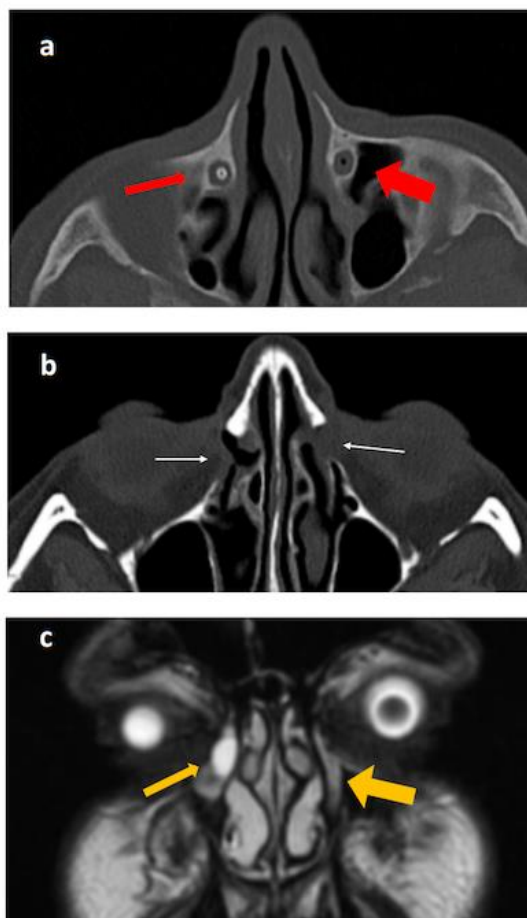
Imágenes de vías lagrimales. a- Tomografía computadorizada (TC) del ducto nasolagrimal (stent en vía lagrimal derecha – flecha roja fina, vía lagrimal izquierda – flecha roja gruesa). b- TC de osteotomía en paciente operado de DCR bilateral (flechas blancas). c- Resonancia Magnética (RM) de vías lagrimales (vía anormalmente dilatada – flecha amarilla fina, vía normal – flecha amarilla gruesa).
